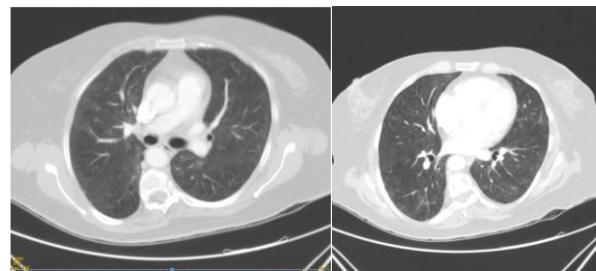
TC torácica en la que se aprecia infiltrado alveolo intersticial difuso bilateral sin observarse condensaciones neumónicas ni lesiones nodulares
